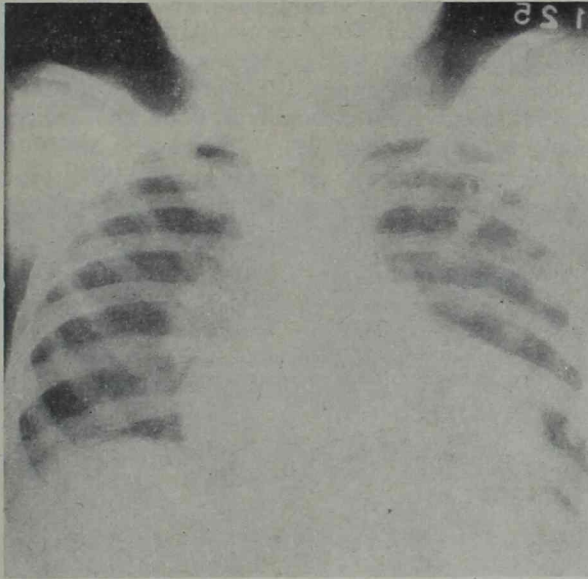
Telerradiografía
